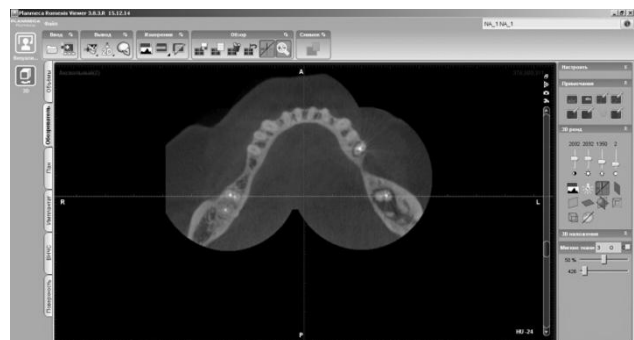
Фотографія КТ знімка 37 зуба; трансверзальна (аксіальна) проекція. Програмне забезпечення Planmeca Romexis 3D viewer.
